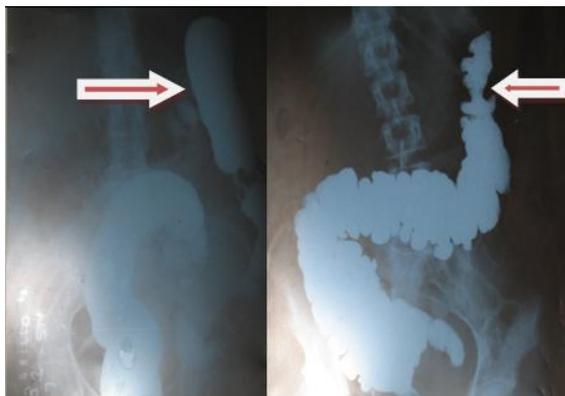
Radiografía de colon por enema (vistas anteroposterior y lateral con colon herniado al tórax
